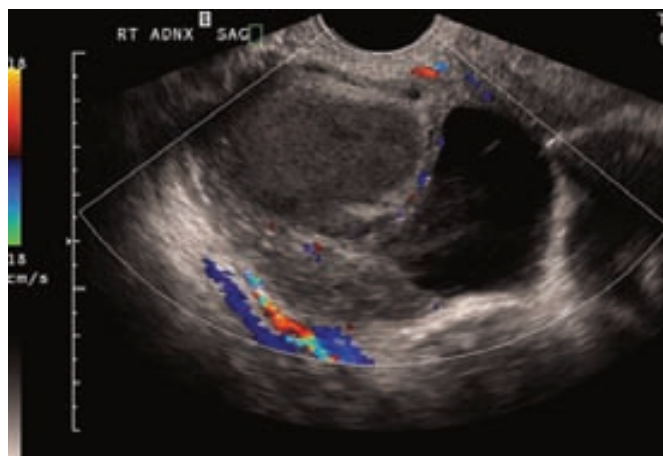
Ecografía transvaginal Doppler a color que muestra neovascularización dentro de este tumor ovárico. (Por cortesía de la Dra. Diane Twickler.)
